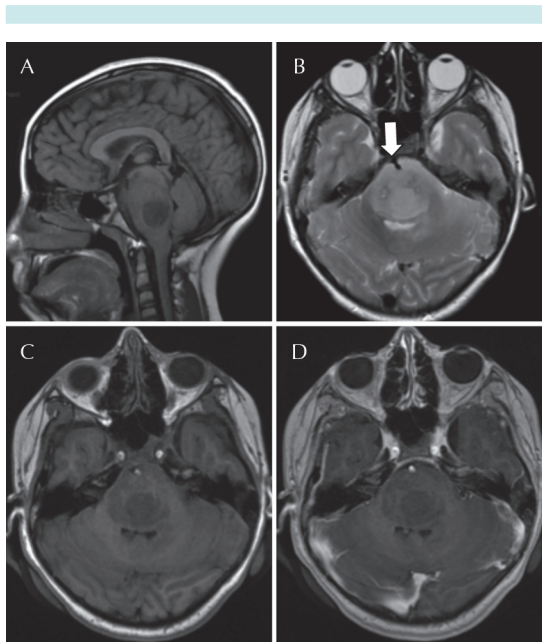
Resonancia magnética cerebral. A) Secuencia ponderada en T1, corte sagital: aumento de volumen del tallo cerebral con señal heterogénea. B) Corte axial en T2: puente aumentado de volumen, con señal de predominio hiperintensa y pequeñas zonas centrales sugestivas de necrosis. La lesión muestra un componente exofítico ventral que envuelve parcialmente a la arteria basilar (flecha). Cortes axiales en T1: C) antes y D) después de la administración de gadolinio sin reforzamiento en la lesión.
